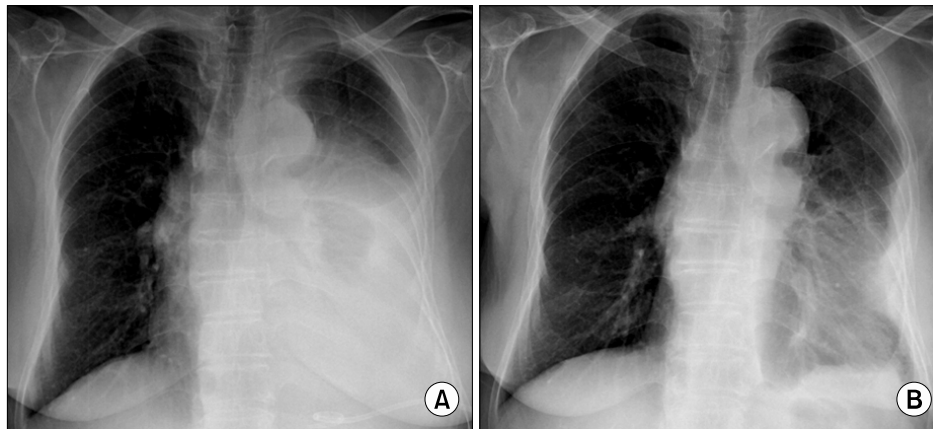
Chest radiograph on admission (A) shows large amount of left pleural effusion, and improved finding 20 days after removal of mediastinal teratoma and effusion (B).
